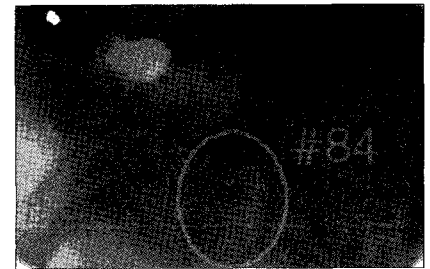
Initial panoramic view and periapical view.
